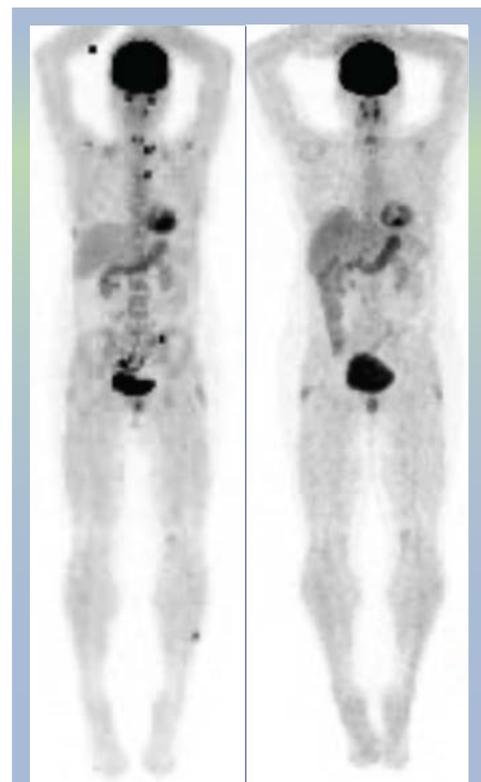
PET/TC antes y después de la terapia con pembrolizumab
